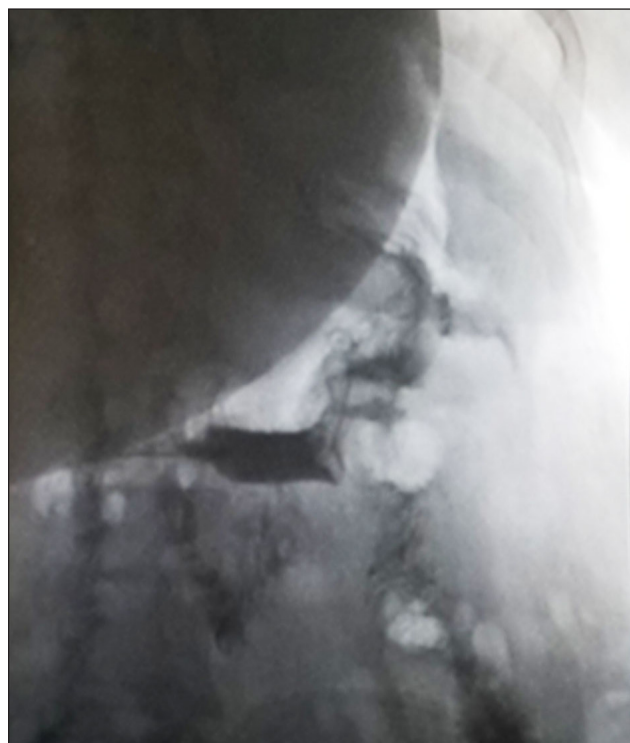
Истечение контрастного вещества за пределы культи желудка. Рентгенологическое исследование с водорастворимым контрастным веществом
